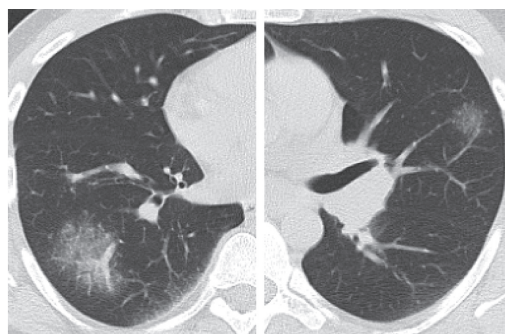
МСКТ больного П., 23 лет (два аксиальных среза): саркоидоз II стадии — редкий случай симптома "матового стекла" при отсутствии узелкового паттерна поражения паренхимы.
